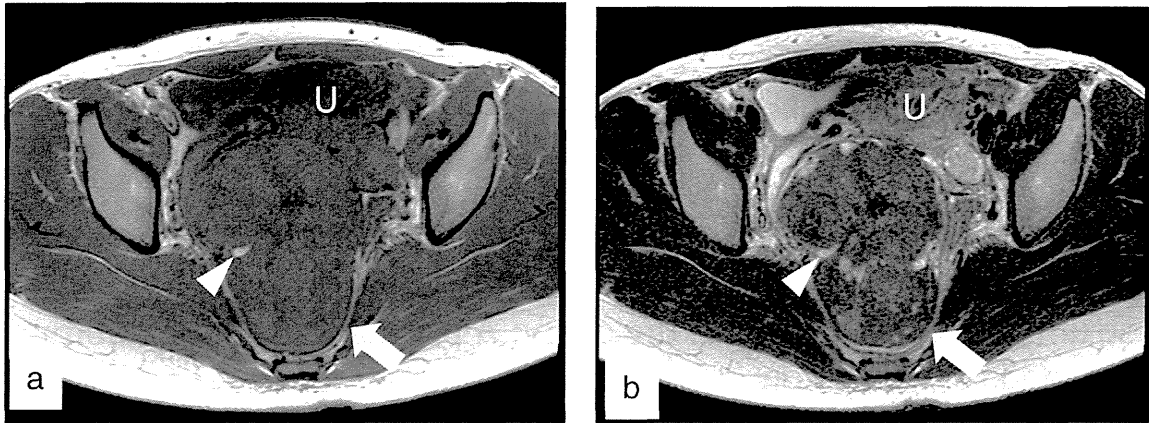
MRI findings of the tumor. (a) An axial T1-weighted image showed the high signal intensity area without fat suppression in the tumor of low signal intensity (arrow head). (b) An axial T2-weighted image showed an area of high signal intensity that was consistent with the high signal intensity area on the T1-weighted image (arrow head). The arrows indicate the pelvic mass. U: uterus.
